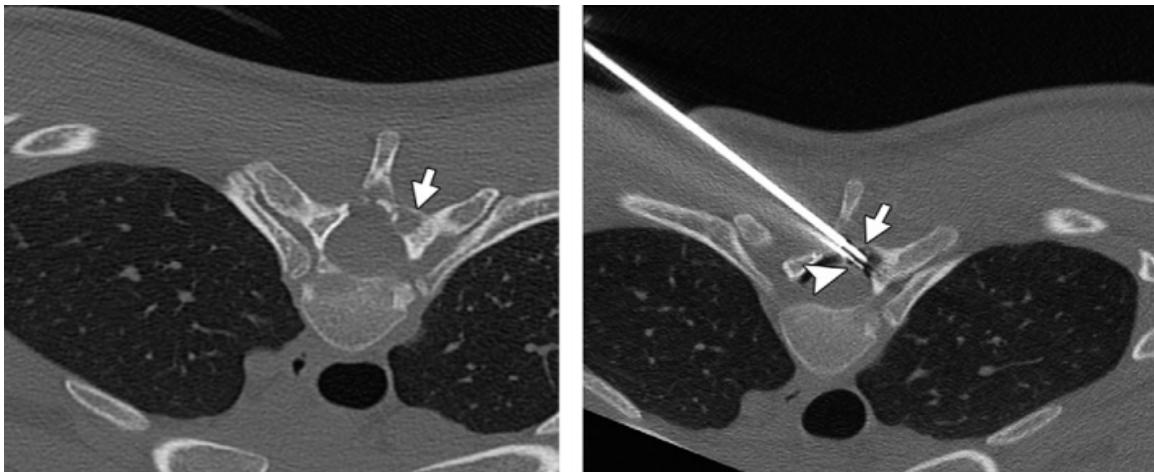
TDM coupes transversales montrant le contrôle après l'introduction de la fibre du Laser [80].
